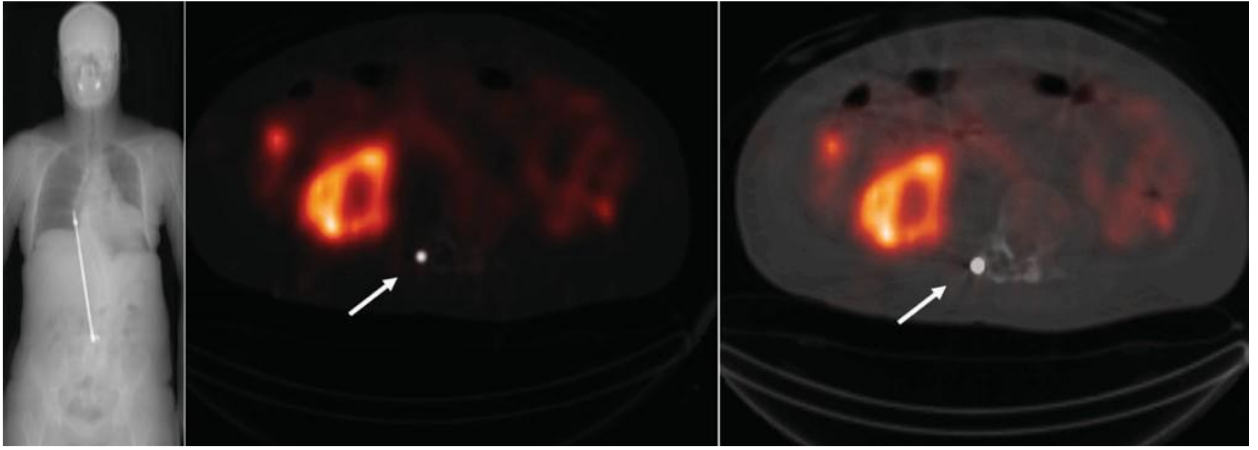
Figura ilustrează problema afișării atunci când un material cu atenuare ridicată, indicat de săgeți, este prezent la pacient în timpul unei achiziții CT. Imaginea din stânga arată o imagine planară de explorare cu raze X, unde se vede clar locația dispozitivului metallic. Imaginea din mijloc arată utilizarea unei scări liniare normalizate pe tonuri de culoare, în timp ce imaginea din dreapta arată o imagine cu o scară de tonuri de culoare manipulată într-un mod neliniar pentru a crește intervalul dinamic pe niveluri de culoare pentru voxelurile cu valori corespunzătoare intervalelor HU ale țesuturilor.
